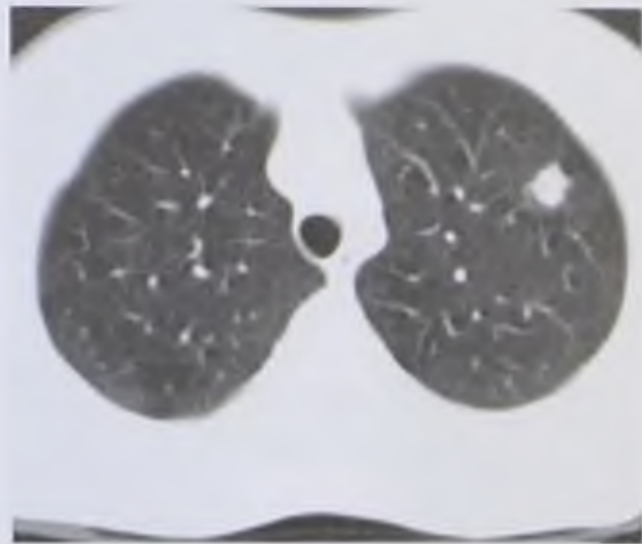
Компьютерная томограмма. Туберкулема
